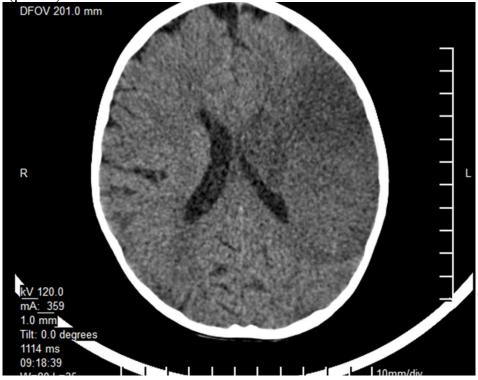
КТ головного мозга от 04.08.2020
